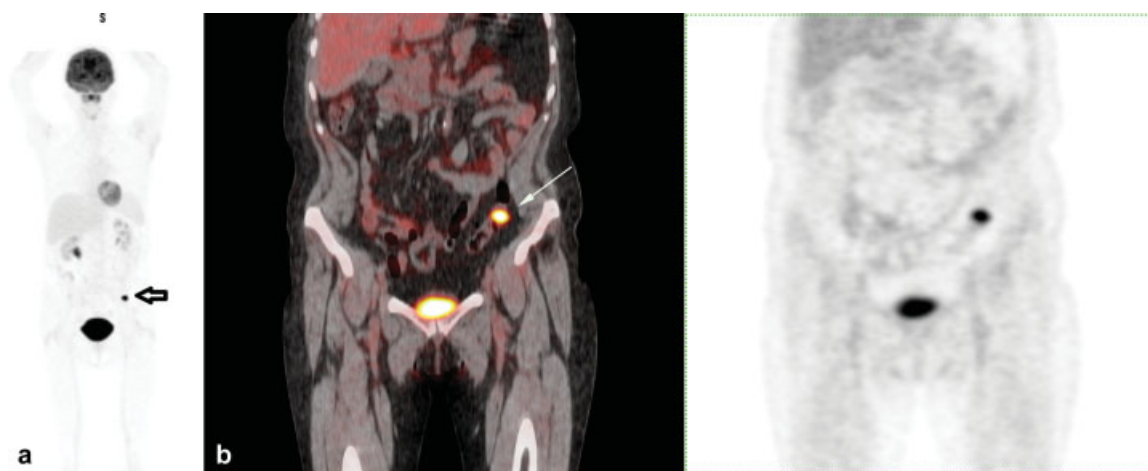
Mujer de 63 años con múltiples tumores primarios: melanoma, cáncer de mama y carcinoma suprarrenal. Se solicita estudio 18 F-FDG PET/TC para estadificación inicial del carcinoma suprarrenal. Lesión focal hipermetabólica sigmoidea. Cirugía: adenocarcinoma de colon sigmoideas. (a) PET, proyección de máxima intensidad (MIP): captación focal en sigmoideas. (b) Fusión plano coronal, foco hipermetabólico sigmoideo (flecha) sin lesiones en tomografía computada (TC).
